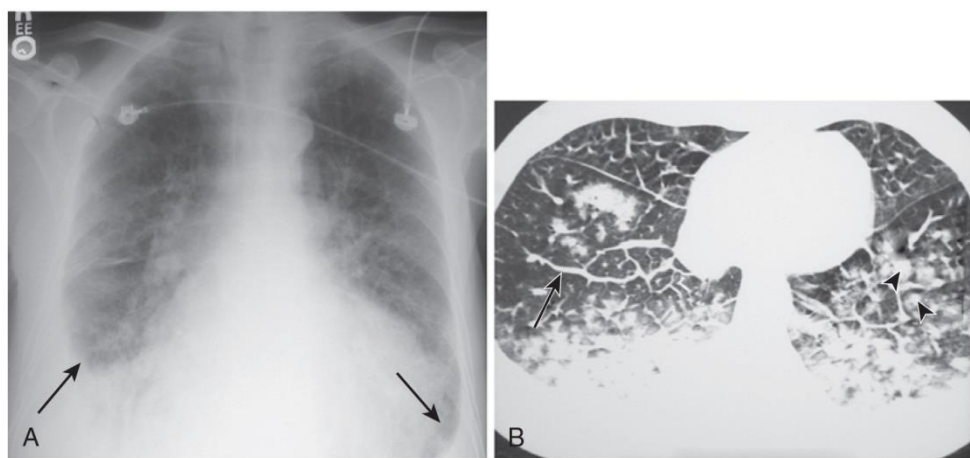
Effusion from congestive heart failure. A, A frontal chest radiograph in a patient with pulmonary edema shows cardiomegaly, bilateral pleural effusions (*arrows*), and central interstitial thickening, including Kerley's A lines. Note that the right effusion is slightly larger than the left effusion. B, High-resolution computed tomography scan in a patient with pulmonary edema shows interstitial edema with bilateral, basilar, centrilobular ground-glass opacity nodules (*arrowheads*) and smooth interlobular septal thickening (*arrow*). Bilateral pleural effusions are also present. (Courtesy Michael B. Gotway, MD, Department of Radiology, University of California, San Francisco.)
